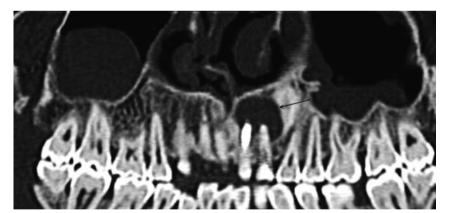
Imagen de reconstrucción oblicua coronal de TC, con una apariencia muy similar a la ortopantomografía, pero con mucha mayor nitidez. Nótese el quiste radicular en 21 y 22 (flecha).
